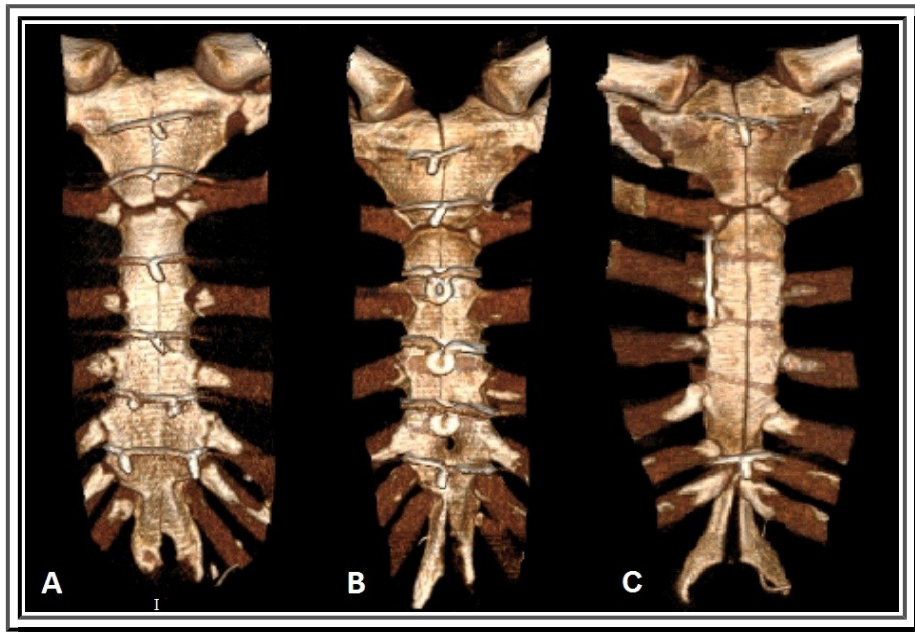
3D-реконструкция КТ-снимков 3-х методов фиксации грудины (8-е сутки после операции): А – проволочными швами, В – нитиноловыми скобами, С – полимерными фиксаторами типа «хомут»
